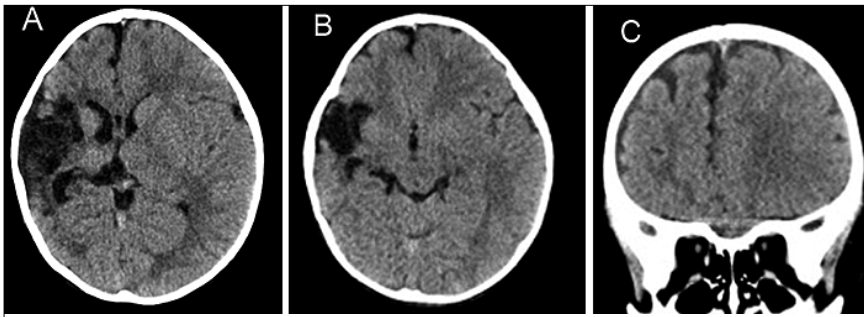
Tomografía axial computada de cráneo en fase simple; A. Corte axial se observa discreta desviación de estructuras de la línea media hacia el lado derecho, secundarias a hemiatrofia cerebral derecha; aumento en el diámetro de la cisura de Silvio ipsilateral asociado a área de malacia; B. Hemiatrofia cerebral derecha, aumento en el diámetro de la cisura de Silvio asociado a malacia y discreto aumento en el diámetro del sistema ventricular ipsilateral; C. Reconstrucción coronal, Hemiatrofia cerebral derecha, inserción de la hoz a la derecha de la línea media.
